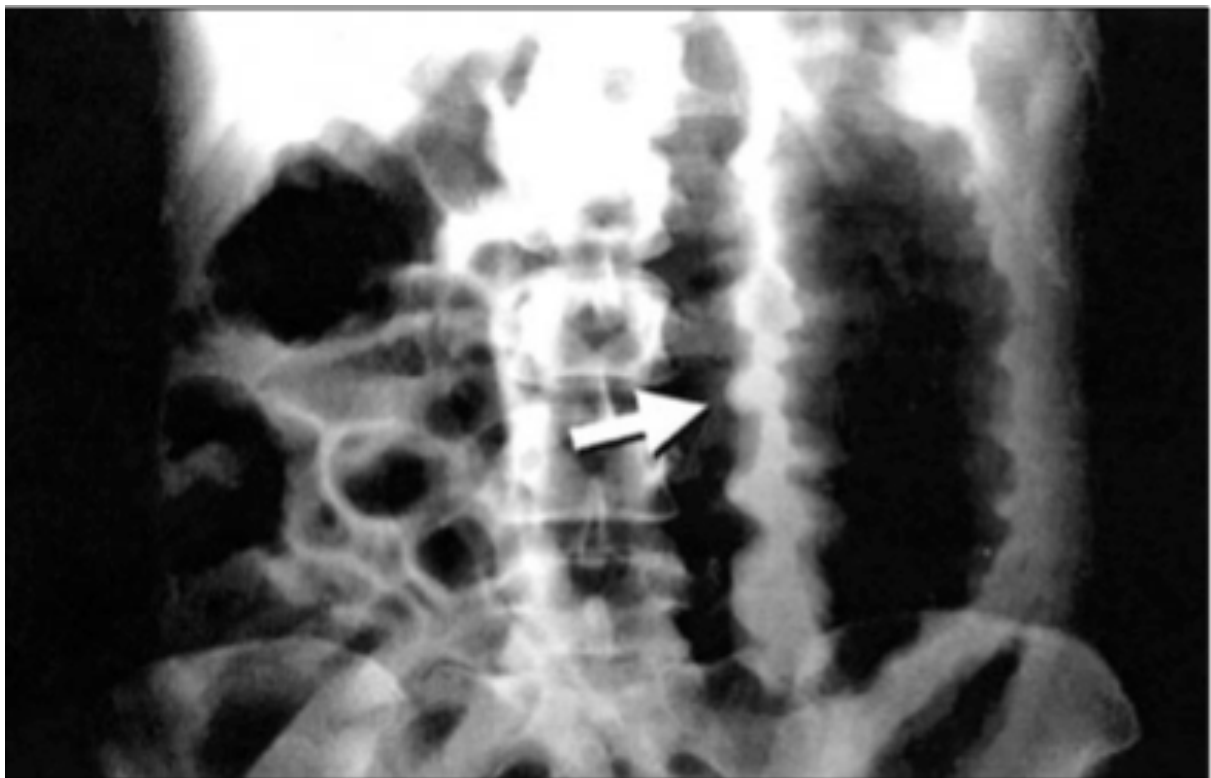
Radiographie d'un mégacôlon toxique : On parle de mégacôlon toxique lorsque le diamètre du colon transverse excède six centimètres de diamètre au niveau du cliché de l'abdomen sans préparation ^[50]
